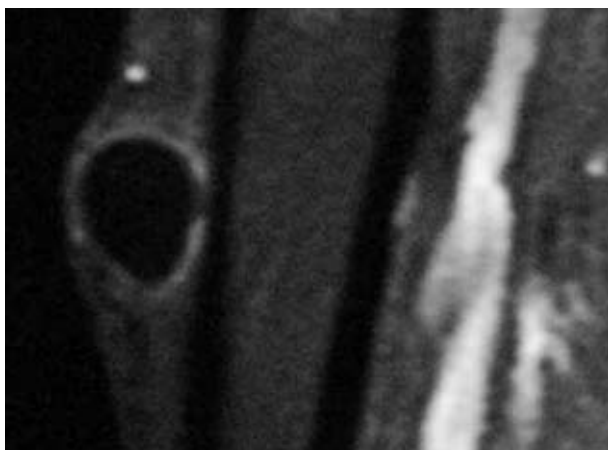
Caso 1. Imagen RMN. Señal de baja intensidad en T1.
